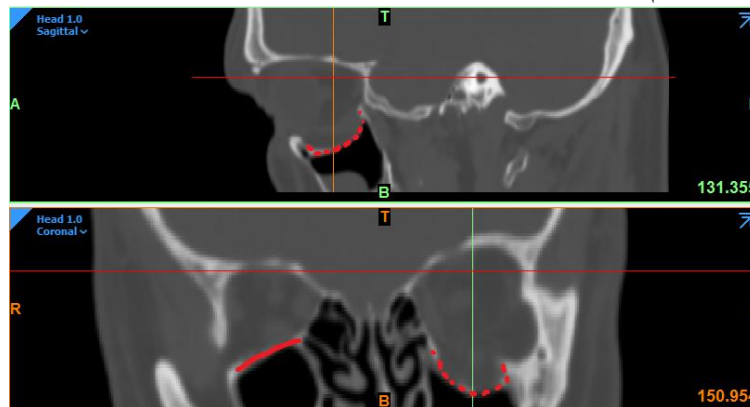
МСКТ пациента Ч. На срезах сплошной линией указан контур интактной нижней стенки глазницы, пунктиром – поврежденной.
